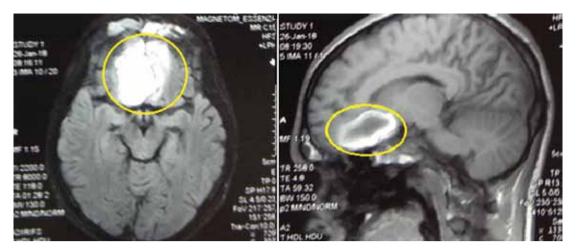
МРТ головного мозга. Аксиальный и саггитальный срезы. Желтым выделена посттравматическая киста.
